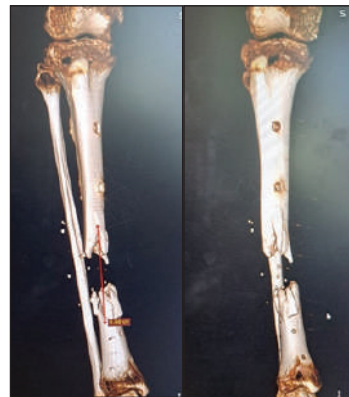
Фотовідбитки СКТ-зображень на етапі передопераційного планування у хворого А. з дефектом діафізу правої великогомілкової кістки
